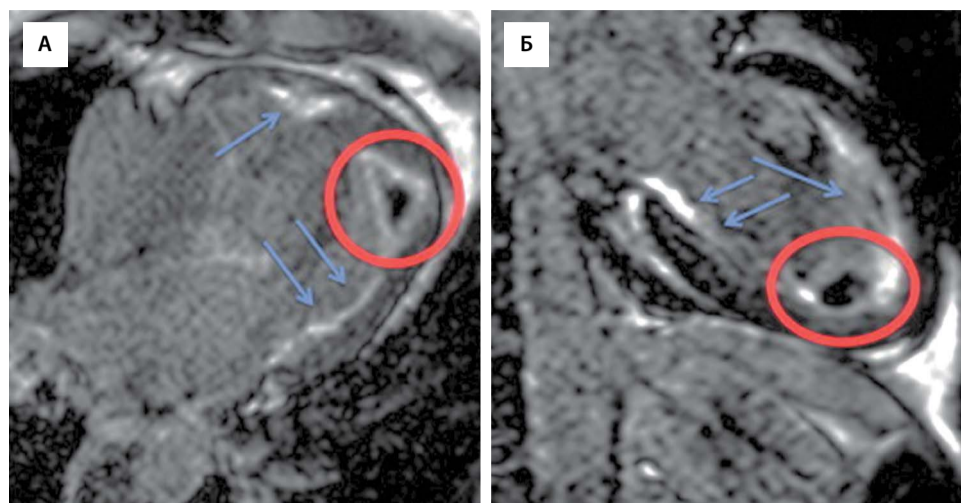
Магнитно-резонансная томограмма сердца в режиме «инверсия–восстановление» (через 10 мин после введения контрастного вещества): А — горизонтальная проекция, Б — апикальная проекция. Визуализируется тромб (красные линии) в области верхушки левого желудочка, имеется субэндокардиальное усиление контраста (показано синими стрелками) (из A. Kharabish, D. Haroun, 2015)
